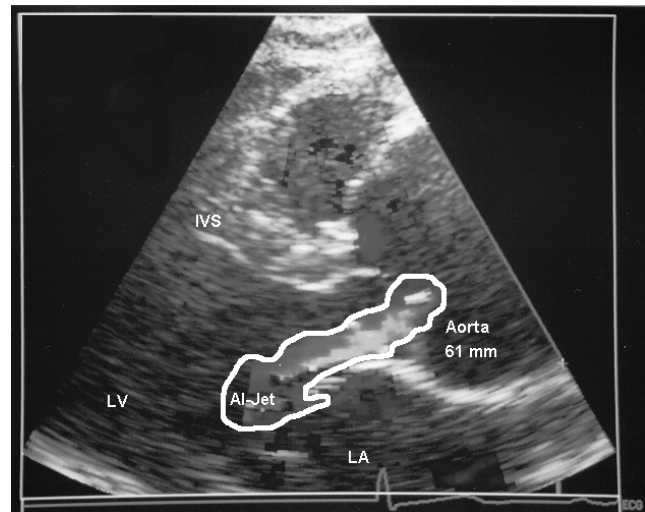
Zufallsbefund einer ausgeprägten Aortenwurzeldilatation (Normalwert bis 37 mm) mit Aorteninsuffizienz im Farbdopplerechokardiogramm bei einem Sportler ohne Marfan-Habitus (absolutes Sportverbot und OP-Indikation wegen Gefahr einer akuten Aortendissektion).
